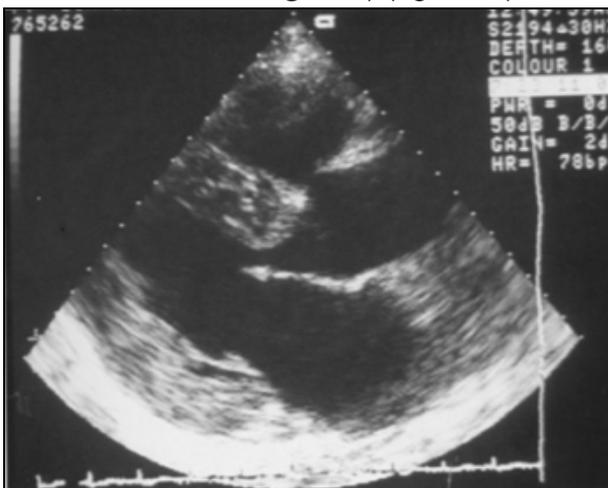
Echocardiographie en HTA
